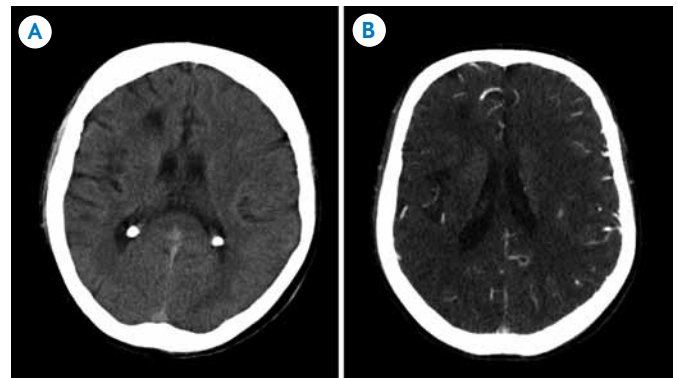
A) Tomografía de cráneo: lesión hipodensa en el lóbulo frontal derecho de 10 mm de eje transversal máximo; no presenta efecto de masa, no capta contraste y traduce área de encefalomalacia. B) Imagen poscontraste: es llamativa la menor vascularización del hemisferio derecho.
